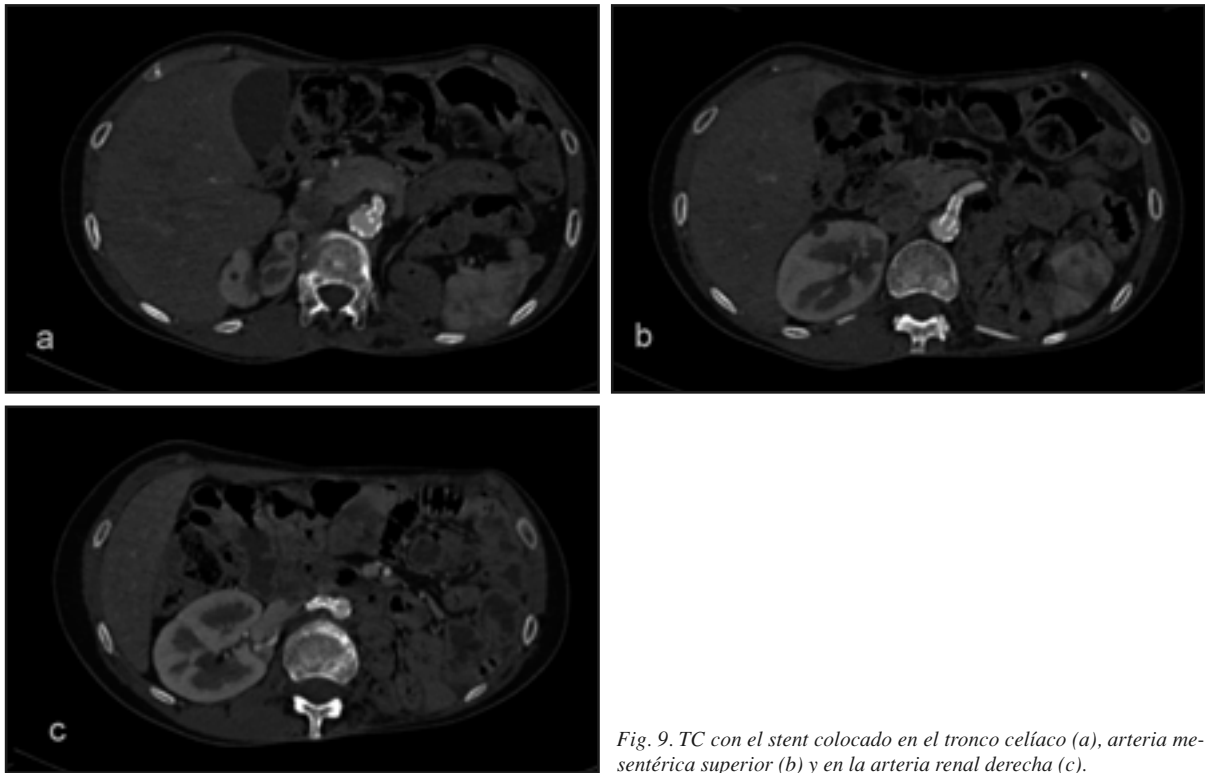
TC con el stent colocado en el tronco celíaco (a), arteria mesentérica superior (b) y en la arteria renal derecha (c).
